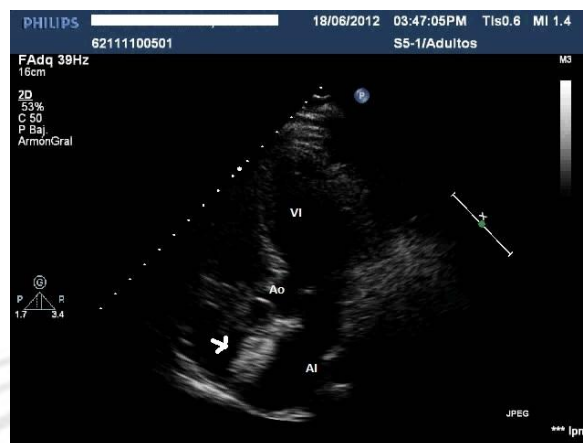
Ecocardiograma transtorácico que muestra el dispositivo Amplatzer (flecha blanca) colocado en al septum interauricular. Ventriculo izquierdo (VI), Aurícula izquierda (AI), Aorta (Ao)
